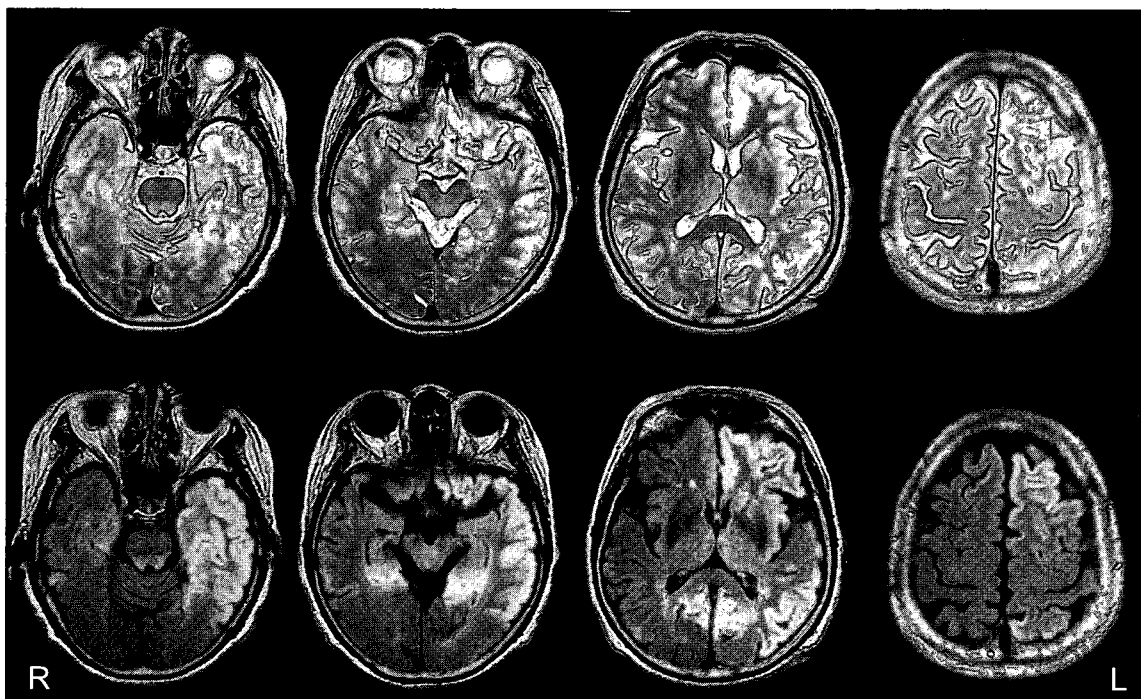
発症4ヵ月後の脳MRI (上段 T2WI, 下段 FLAIR)
